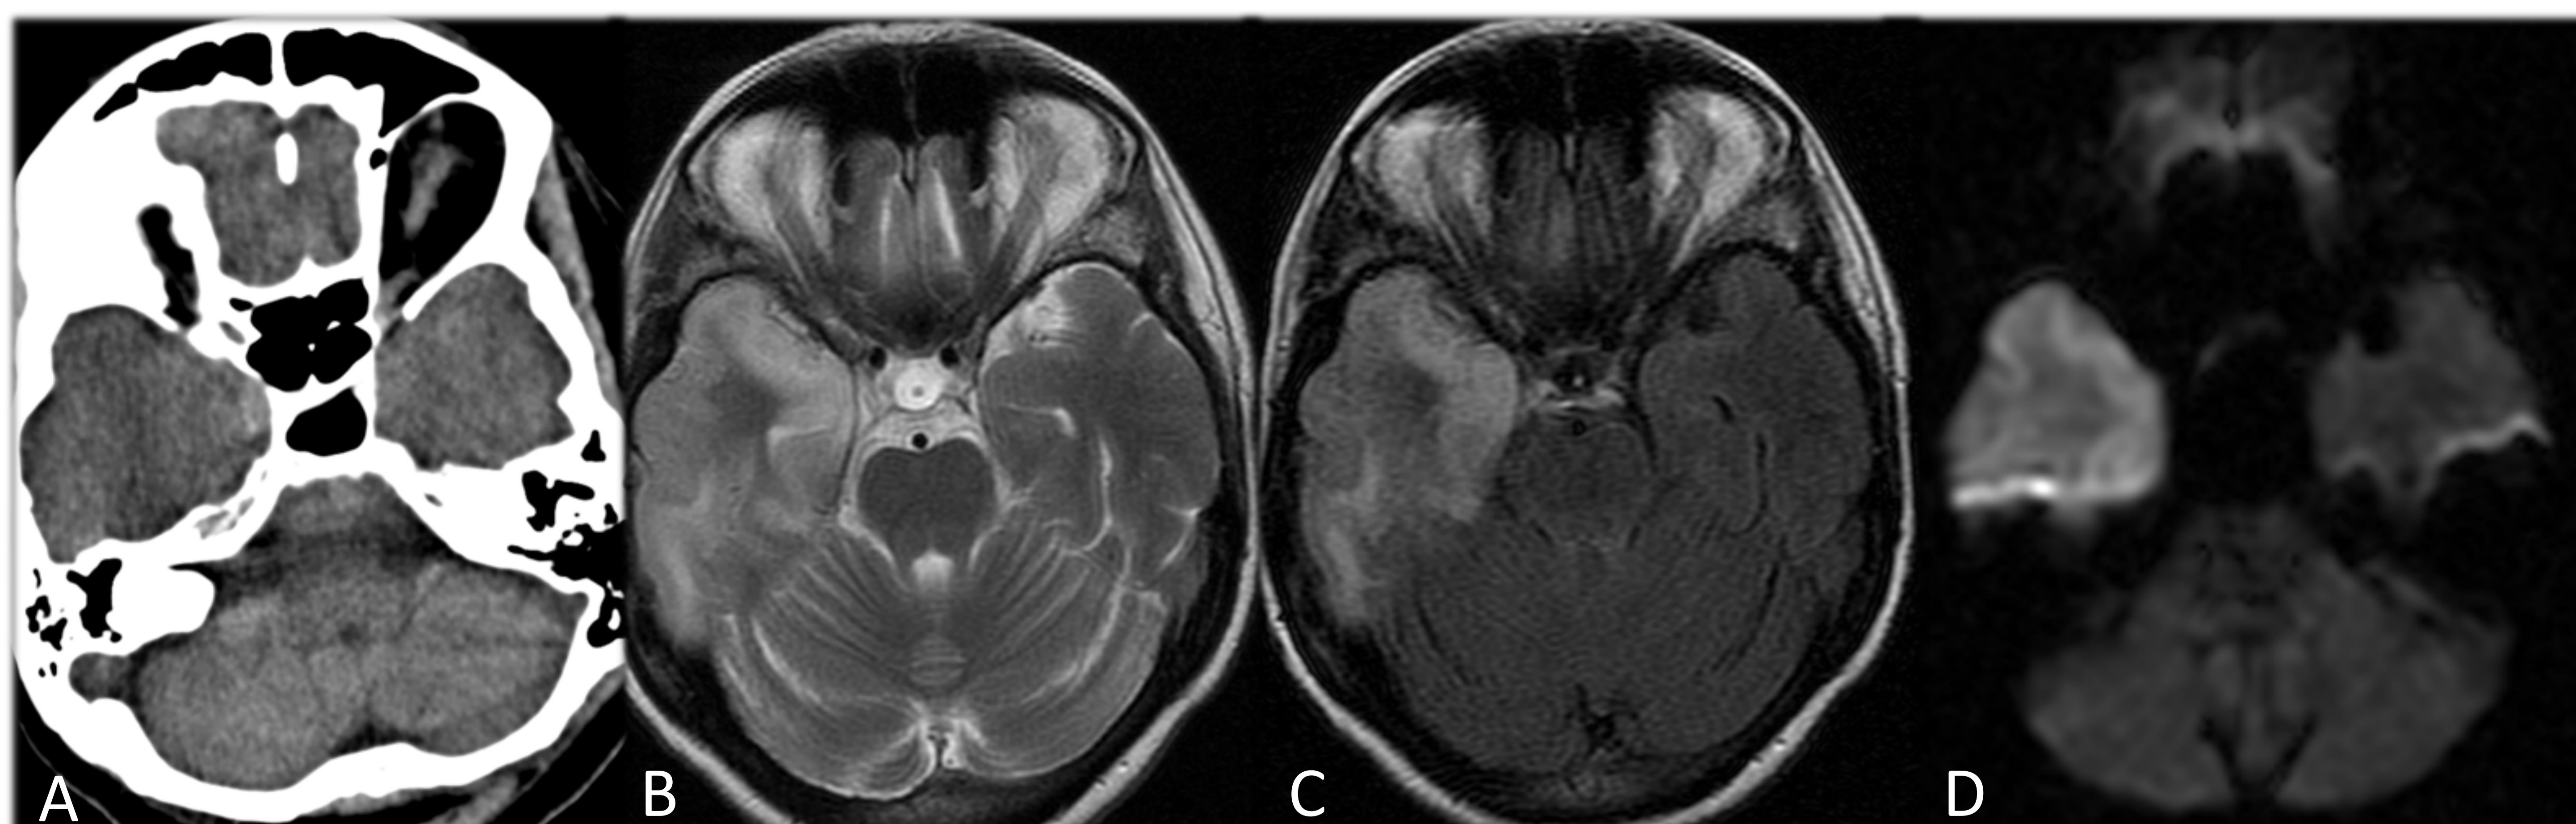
ENCEFALITIS POR VHS-1. A: TC sin CIV. Hipodensidad a nivel temporal basal. B: RM FLAIR. C: RM T2. D: RM DIFUSIÓN. Aumento de la intensidad de señal localizada a nivel temporal derecho, con engrosamiento cortical, de predominio a nivel temporal basal e insular. Las secuencias en difusión muestran restricción de la difusión hídrica en el área referida de hiperseñal.
